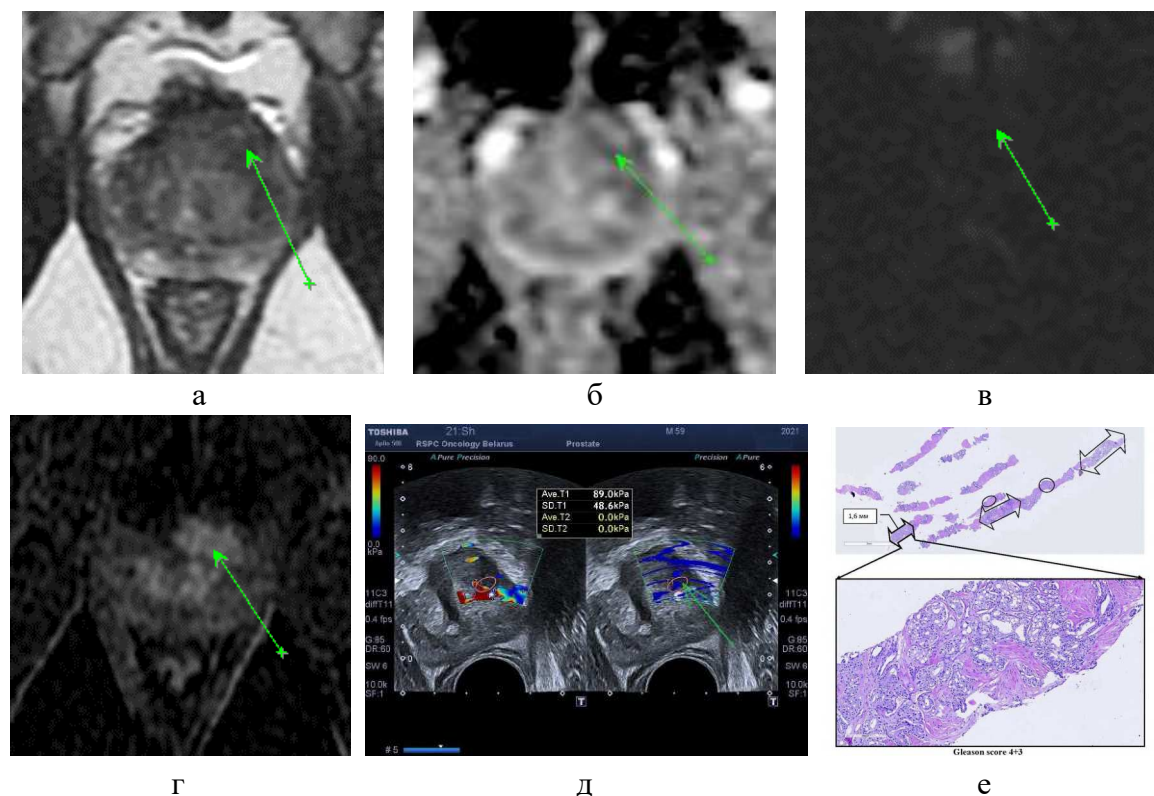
Пациенту Ш. 59 лет, с ПСА 12,0 нг/мл выполнялась мультипараметрическая МРТ таза, при которой с учетом совместного анализа T2-взвешенных изображений (а), карты ИКД (б), ДВИ с высоким фактором b (в) и динамическим контрастным усилением в левой доле транзиторной зоны спереди (ретроспективно) выявлен очаг (указано стрелкой) с сомнительной вероятностью клинически значимого РПЖ (PI-RADS 3); на трансректальном УЗИ-ЭСВ (д) в данном участке определяется подозрительный гипоэхогенный очаг с повышением жесткости до 89,0 кПа (указано стрелкой); после выполнения биопсии из данной зоны интереса диагностирован рак простаты (е) с суммой Глисона 4+3 (ISUP Grade Group 3).
